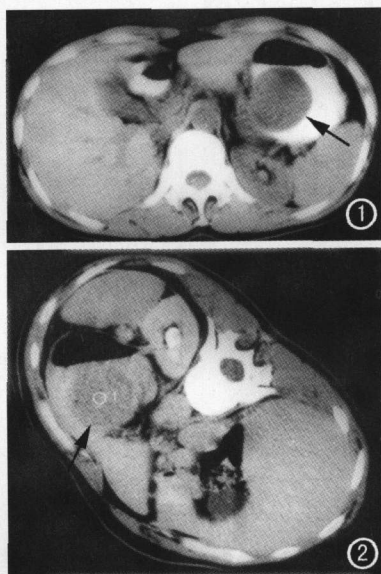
CT平扫:肿物位于胃腔内,大小4.5cm×4.5cm,以窄基底与胃壁相连,边缘清晰光滑,内部密度均匀,CT值27.9HU。图2 俯卧位,增强后扫描:CT值60HU。
